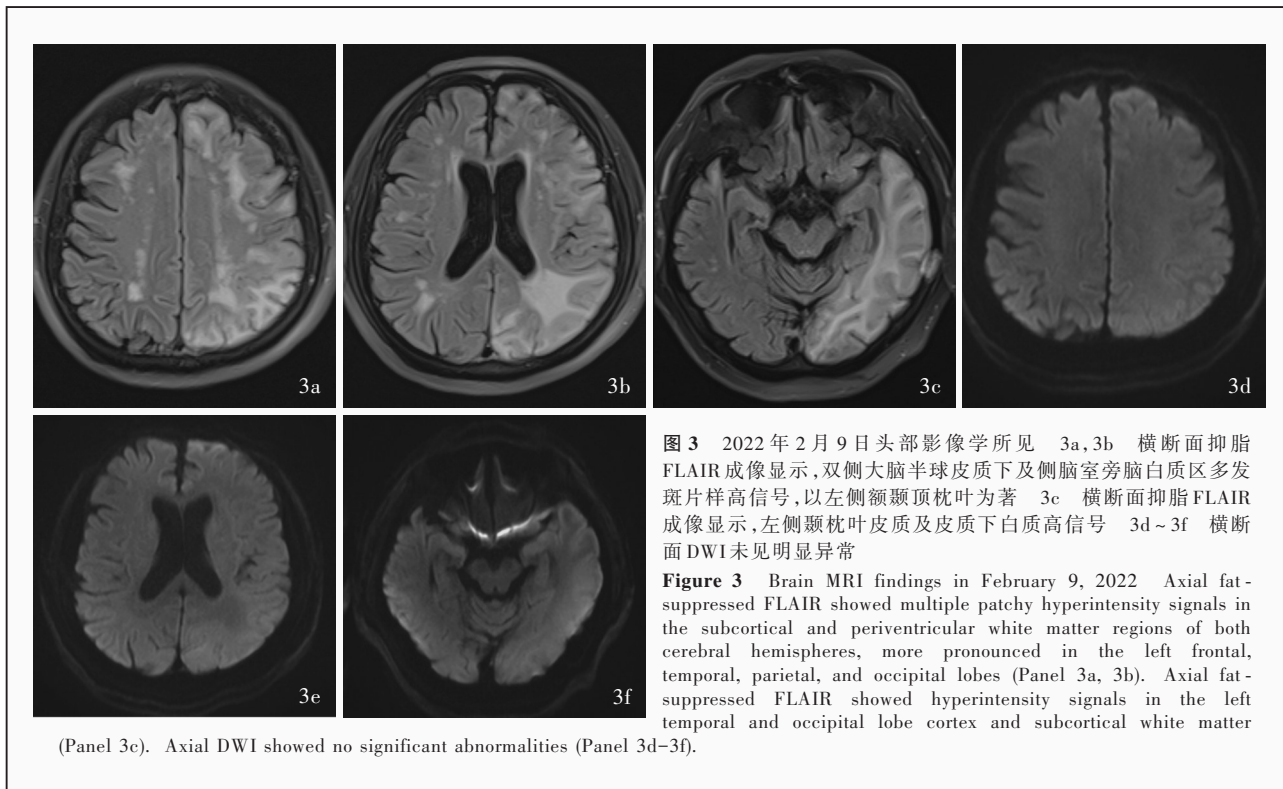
2022 年 2 月 9 日头部影像学所见 3a, 3b 横断面抑脂 FLAIR 成像显示, 双侧大脑半球皮质下及侧脑室旁脑白质区多发斑片样高信号, 以左侧颞顶枕叶为著 3c 横断面抑脂 FLAIR 成像显示, 左侧颞枕叶皮质及皮质下白质高信号 3d~3f 横断面 DWI 未见明显异常
